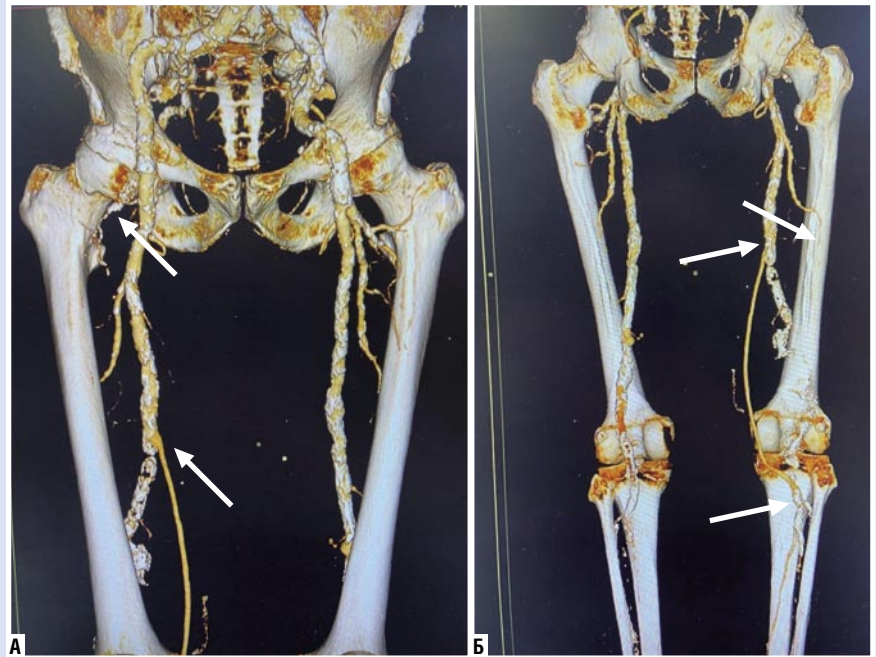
МСКТ ангиография артерий нижних конечностей в послеоперационном периоде. 3Д реконструкция. А — стрелками обозначены перевязанная латеральная артерия, огибающая бедренную кость; проксимальный анастомоз аутовены с ПБА. Б — стрелками обозначены проксимальный и дистальный анастомоз аутовены с ПБА и ПоА.
